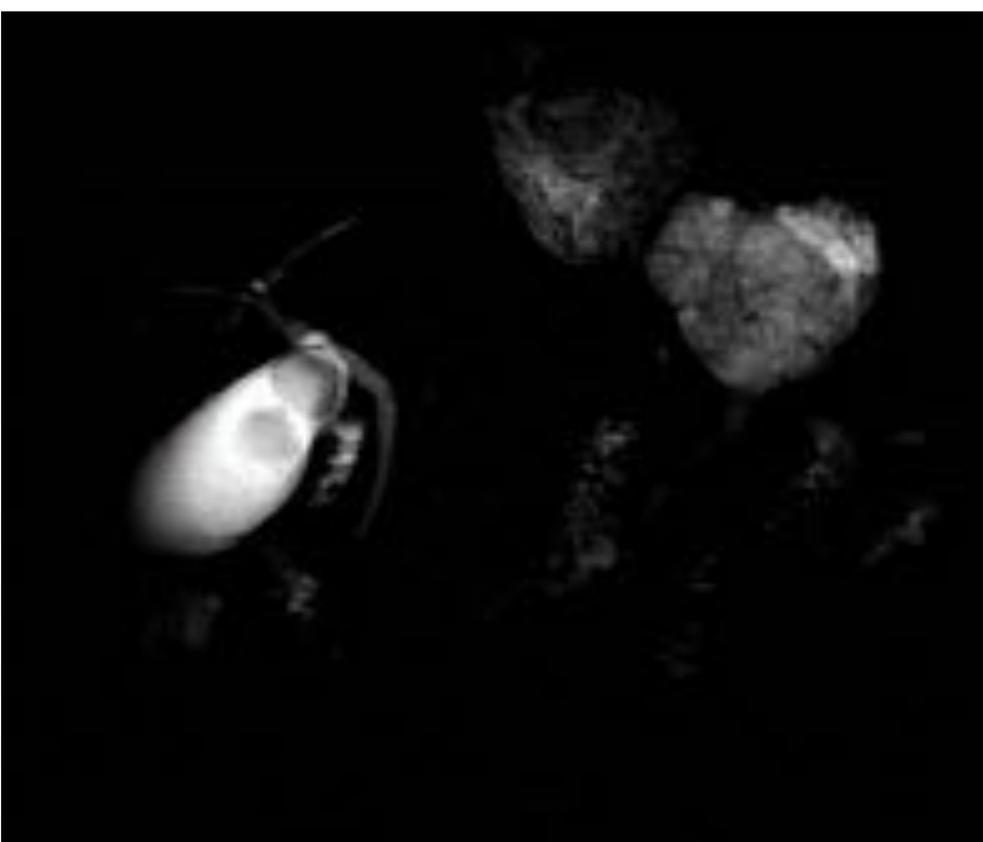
Colangiopancreatografía por RM de paciente con CSM en cola pancreática en la que no se observa dilatación del wirsung.
